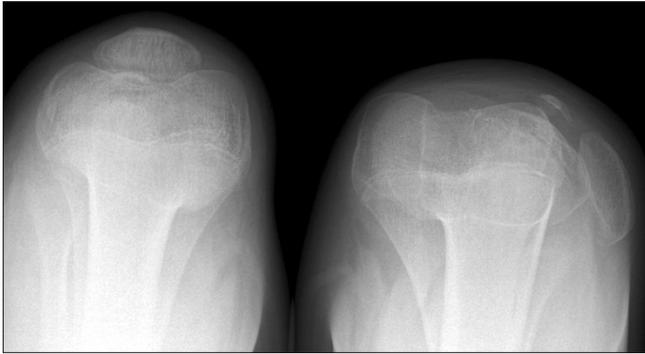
The follow-up radiograph taken 4 years after 1st operation shows a properly located right patella in the trochlea groove, but the left patella is dislocated laterally on the Merchant view.
